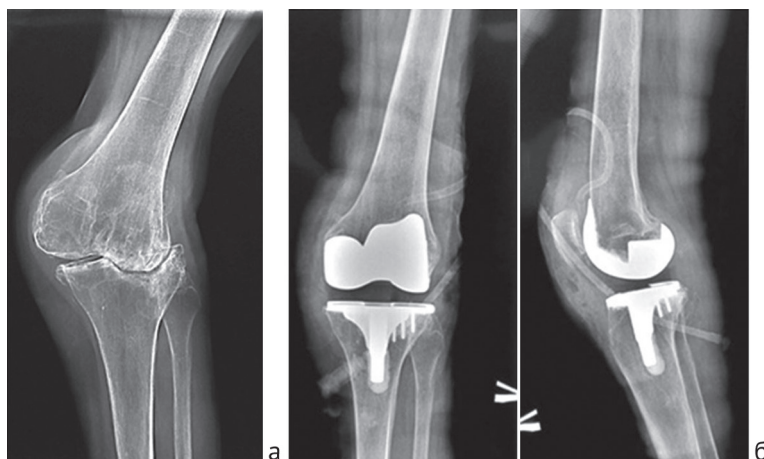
Рентгенограммы левого коленного сустава: а – до вмешательства, 2А дефект и вальгусная деформация; б – непосредственно после эндопротезирования с применением авторской цементно-винтовой фиксации тибияльного компонента
